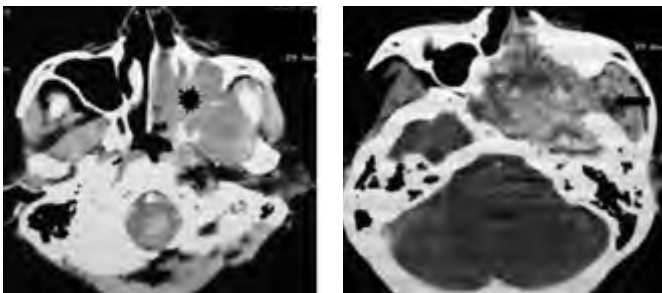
TDM du massif facial en coupes axiales avec injection de PDC : Esthésioneuroblastome olfactif stade C de KADISH : Lésion tumorale centrée sur la fosse nasale et le sinus maxillaire gauche (✱), hétérogène, avec extension au sinus sphénoïdal, au sinus caverneux, à la fosse infra temporale gauches (◄) envahissement intra crânien et lyse osseuse de la base du crâne.
